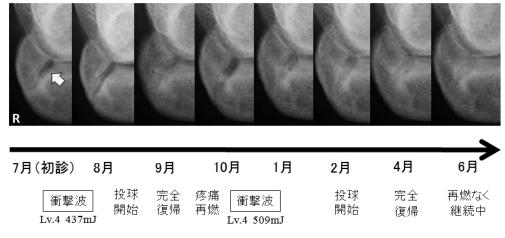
症例1の単純X線経過(肘関節側面像) 矢印: 肘頭疲労骨折
